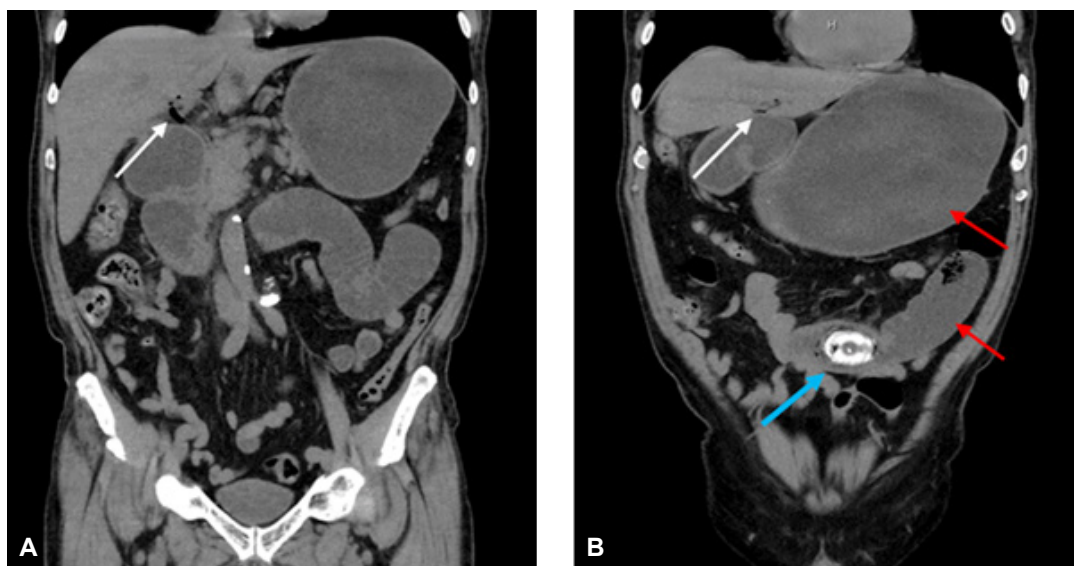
Tomografía abdominal simple en corte coronal. A: neumobilia (flecha blanca). B: Triada de Rigler, con neumobilia (flecha blanca), dilatación de asas intestinales (flechas rojas) y calculo biliar obstructivo (flecha azul). Fuente: los autores.
